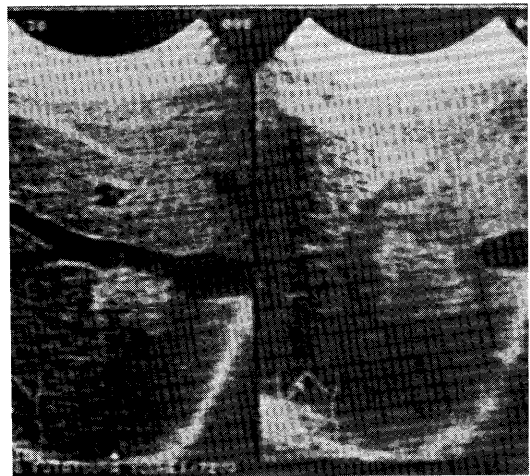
Abdominal sonogram demonstrates echogenic mass lesion in segment 7 of the liver, which is 3cm in diameter, and has irregular surface, heterogeneous internal echo, and hypoechoic halo. The mass lesion displaces the right hepatic vein. No calcification is observed.
